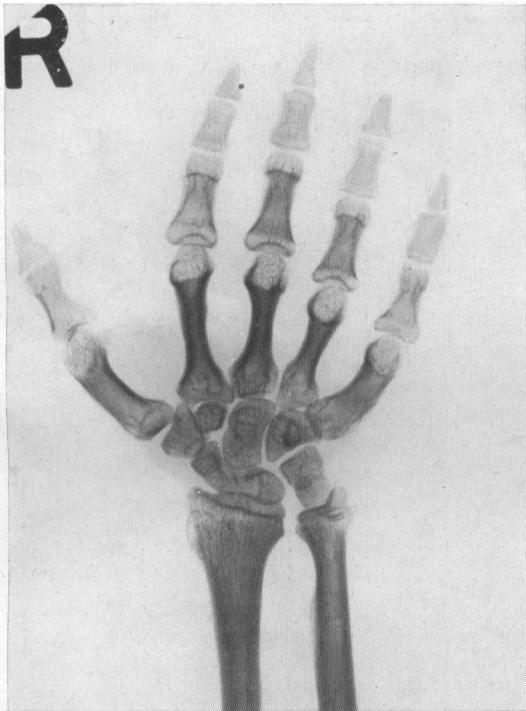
Röntgenbild der rechten Hand einer 22-jährigen chondrodysplastischen Zwergin (vom Mopstyp) mit typischer Brachydaktylie, deren 8-jähriger Bruder mehr «abortive» Skelettveränderungen aufweist.
